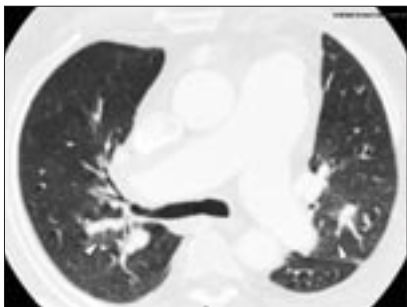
На аксиальных срезах при МСКТ грудной клетки пациента Т., 63 лет, определяются признаки эмфиземы, участки мозаичного повышения плотности паренхимы легких без четких границ (короткие стрелки), на уровне которых прослеживается резкое неравномерное увеличение калибра легочных сосудов, а также признаки усиленной субплевральной васкуляризации (длинные стрелки) как проявление ХТЭЛГ и гепатопульмонального синдрома.
